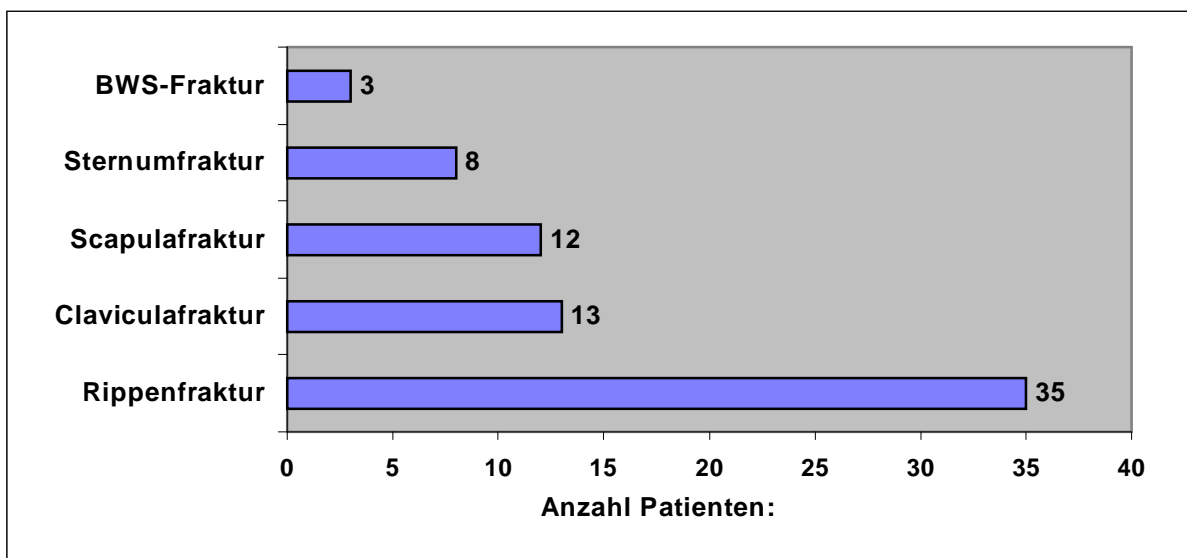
Verteilung der einzelnen Frakturen bei Patienten mit Rö-Thorax a.p. und CT Thorax (Anzahl Patienten mit Frakturen = 49)
